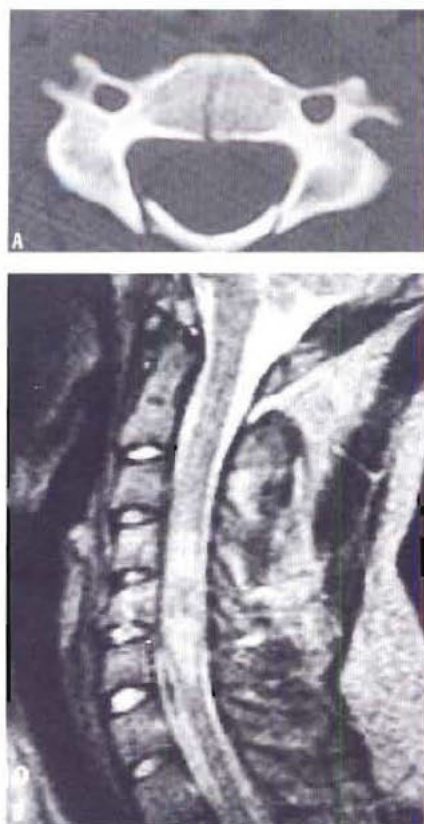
Fracture du rachis cervical. (A) La TDM montre une fracture sagittale du corps vertébral de C4 et une fracture bilatérale des lames. (B) Coupe sagittale d'IRM pondérée en T2 montrant une rupture totale d'un long segment de la moelle cervicale. La solution de continuité dans la moelle est remplie de liquide cérébro-spinal. Les hypersignaux des corps vertébraux adjacents témoignent d'une hémorragie et d'un œdème locaux.
